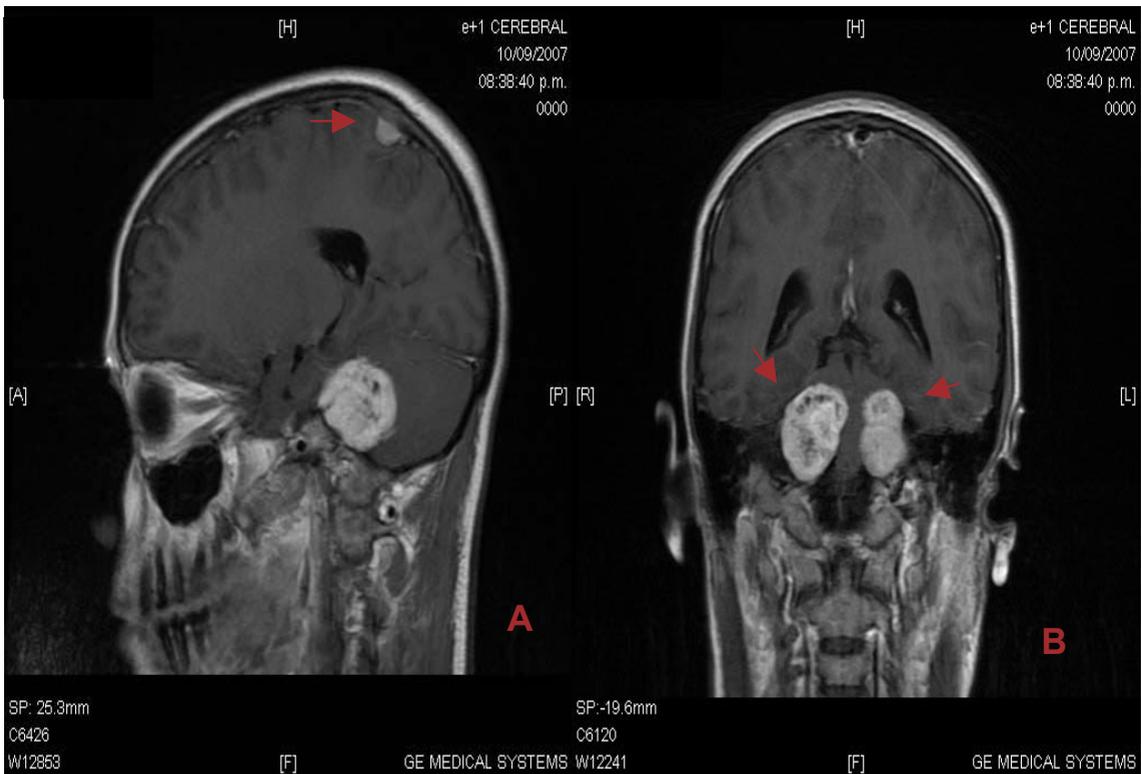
RMN (cortes sagitales) con gadolinio. Nótese meningioma parietal alto (A). Obsérvese neoplasias bilaterales del acústico.
